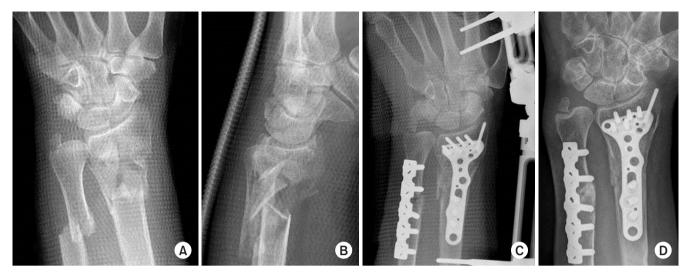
(A, B) Anteroposterior and lateral radiographs of the wrist showed severe comminution of metaphysis and intra-articular extension of fracture line. (C) External fixator was applied for ligamentotatic effect and internal fixation was done with autogenous iliac bone graft for bone defect area. (D) At the time of 4 months postoperatively, solid union was obtained with a Green and O'Brien score of 93.
